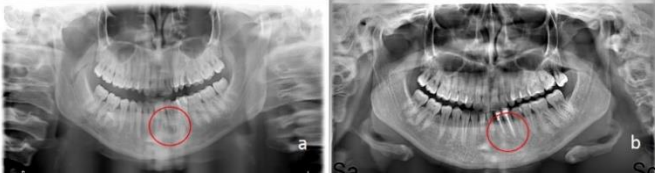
Olgu 1'e ait işlem öncesi (a), kök kanal dolumu sonrası (b) ve bir yıllık takip (c) sonrası röntgen görüntüleri
